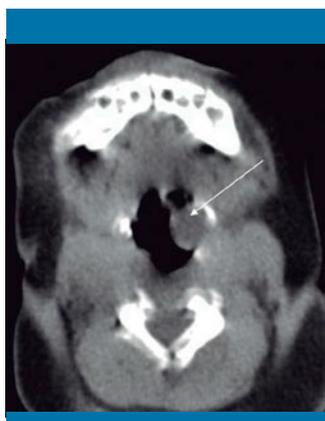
TC cervical: estructura de morfología sacular en el repliegue aritenopiglótico izquierdo, de 14,6 × 10,2 × 16,8 mm (en sus diámetros transverso, anteroposterior y craneocaudal, respectivamente), que protruye sobre la vía respiratoria y hacia el seno piriforme (véase flecha blanca)
